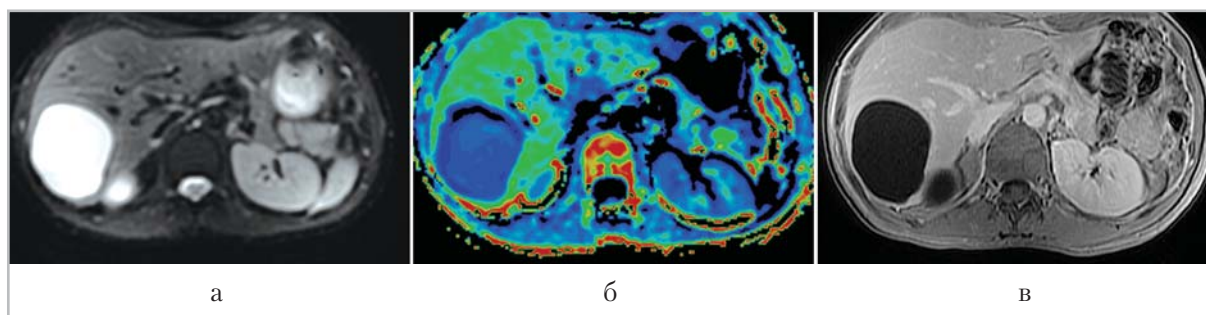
Магнитно-резонансные томограммы печени в аксиальной проекции. Кистозное очаговое образование печени на ДВИ (*а*), на карте фракционной анизотропии (*б*) и в режиме T1 ВН ASSET ВИ (*в*)
